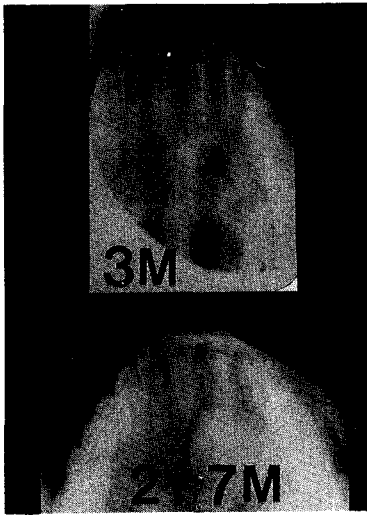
상악 중절치와 측절치의 낭종을 적출하고 혼합매식한 후 방사선 소견
